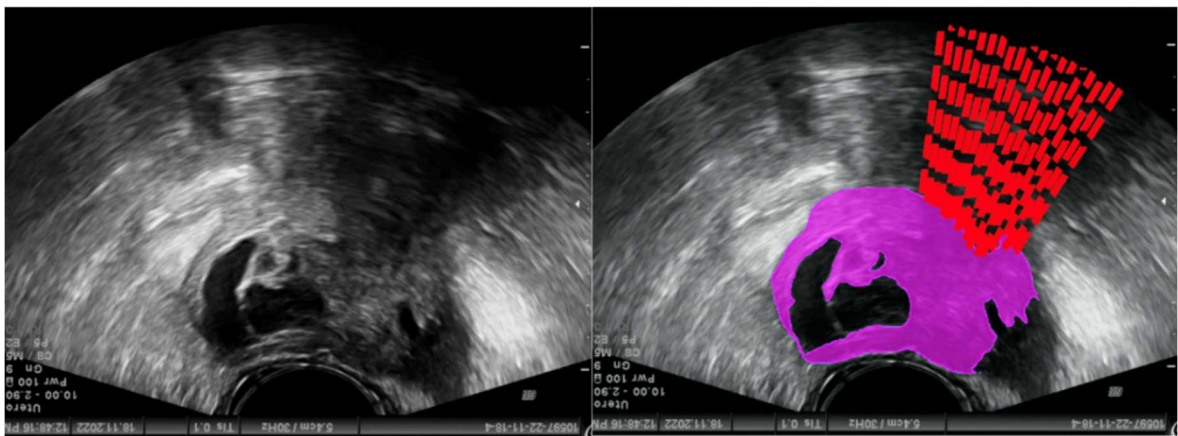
Immagine ecografica di un cistadenofibroma con riconoscimento della componente solida e delle ombre acustiche.
